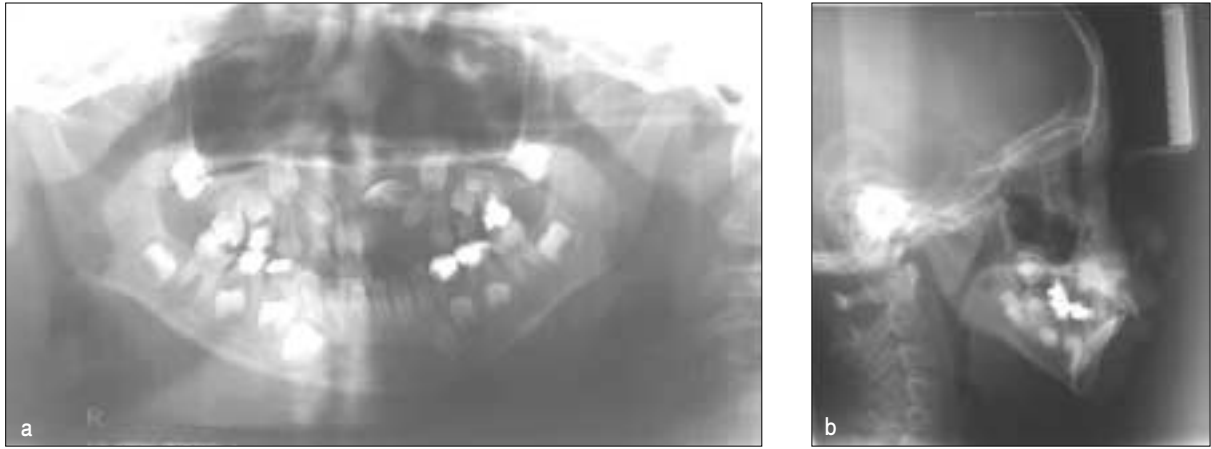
(a), (b) Radiographs of the patient at the age of 7, showing deviant eruption path of the upper left permanent central incisor, agenesis of the upper permanent first molars and the upper right second premolar, and dental caries. (a) Panoramic radiograph. (b) Lateral cephalogram.
